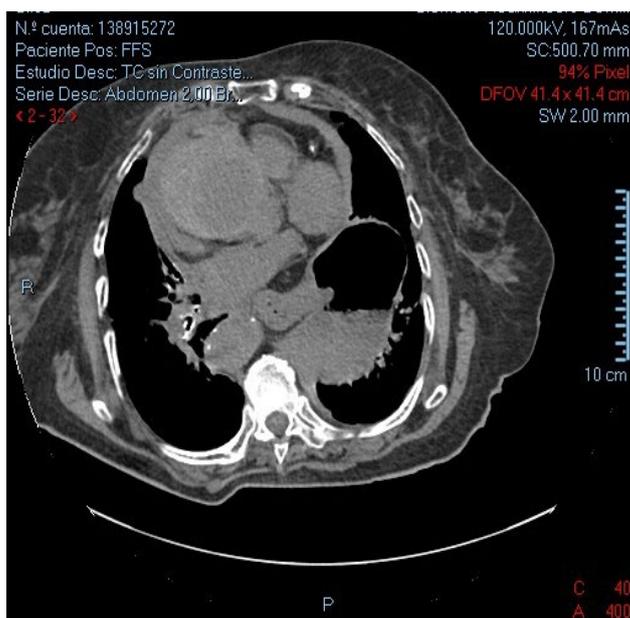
Corte de TAC de tórax extraído del vídeo 5 de TAC de tórax, con imagen de derrame pericárdico y dilatación aneurismática de aorta
